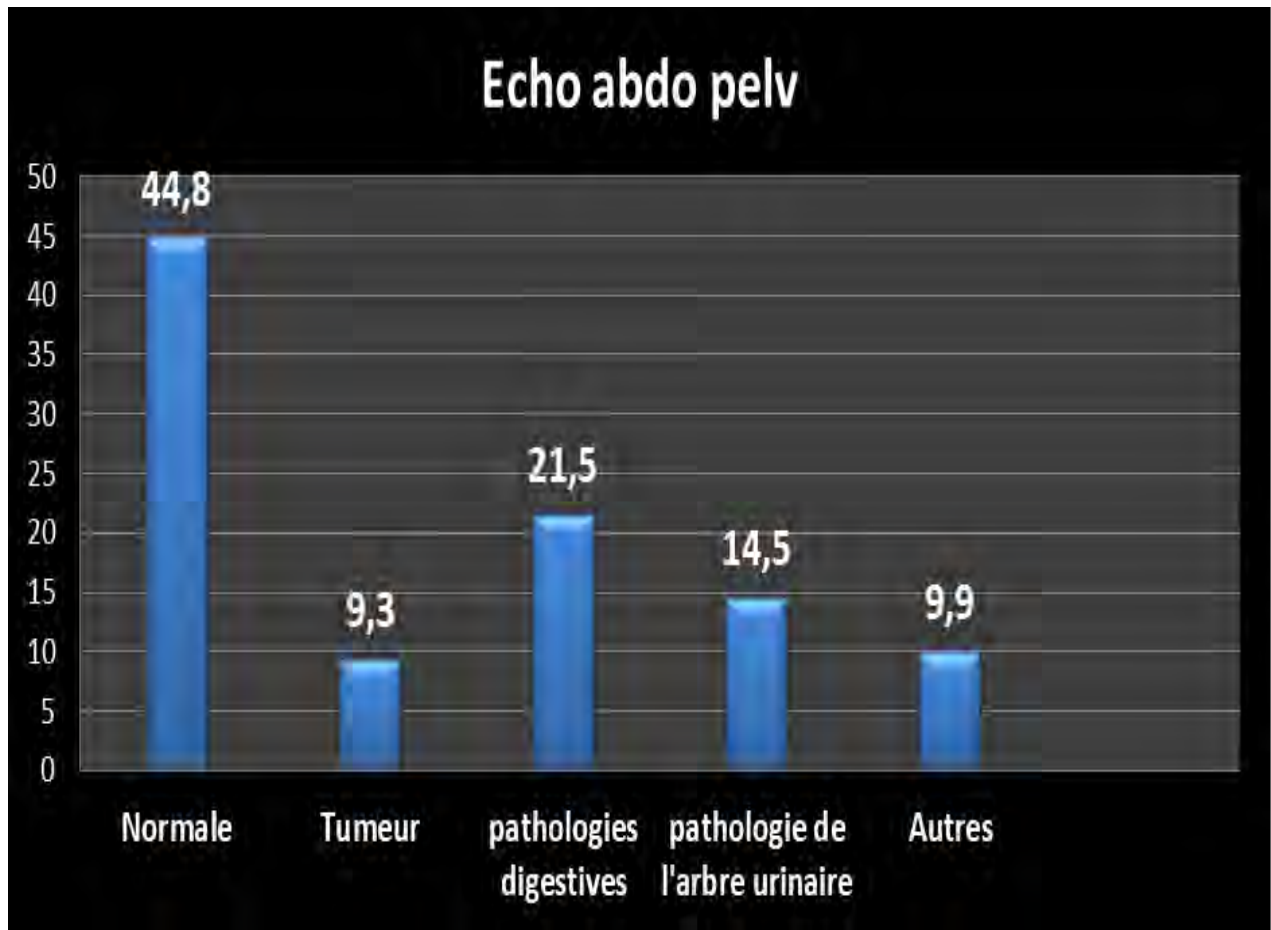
Répartition des résultats selon les échographies abdomino pelviennes
